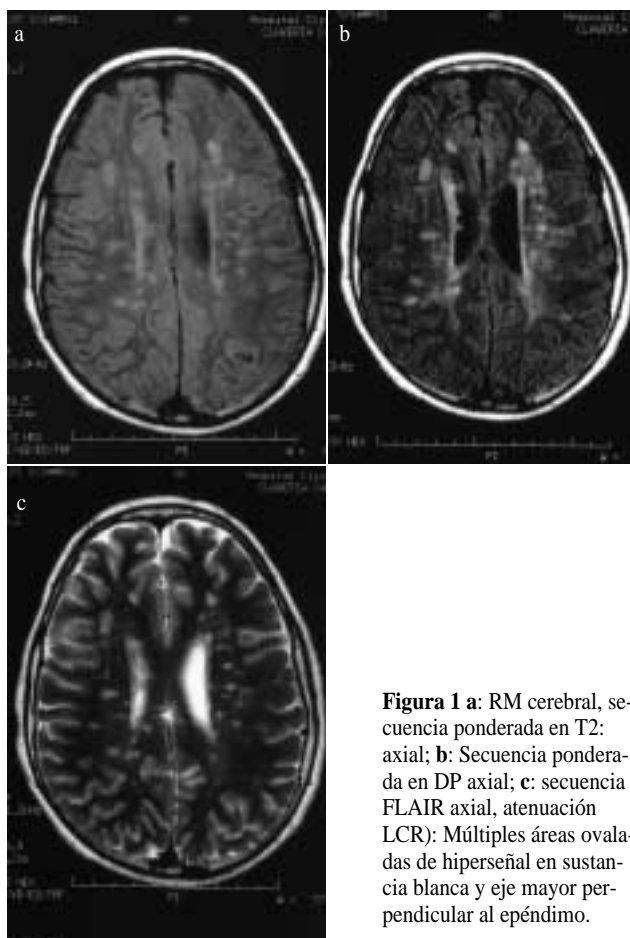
a: RM cerebral, secuencia ponderada en T2: axial; b: Secuencia ponderada en DP axial; c: secuencia FLAIR axial, atenuación LCR): Múltiples áreas ovales de hiperseñal en sustancia blanca y eje mayor perpendicular al epéndimo.
